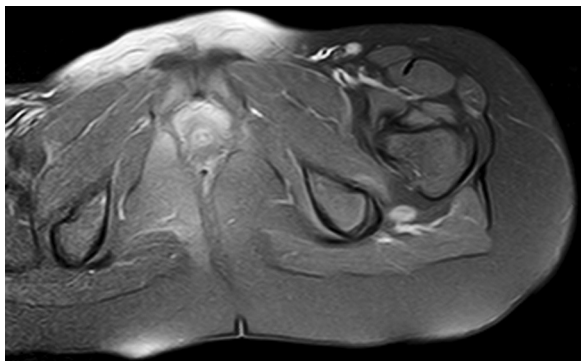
RM en incidencia axial ponderada en T1 supresión de grasa tras la administración de gadolinio intravenoso. Se objetiva captación intensa y homogénea de la lesión del nervio ciático.
